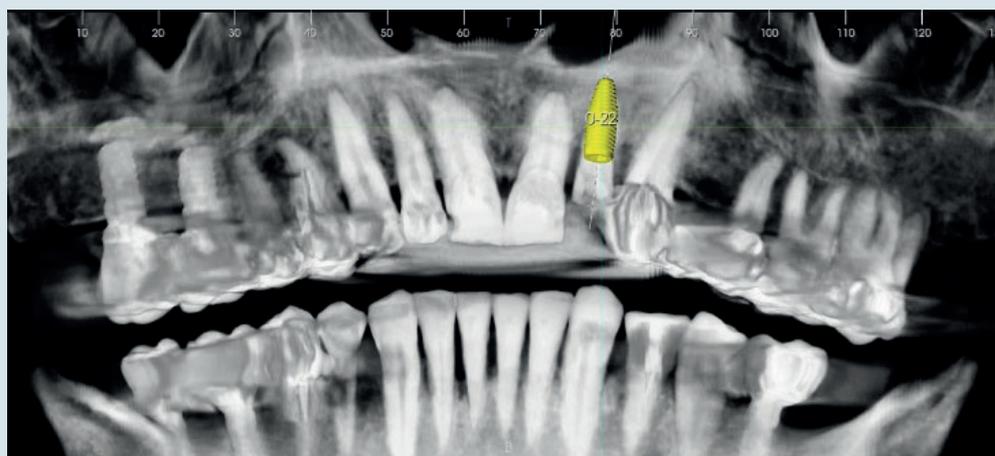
Pianificazione del posizionamento implantare su CBCT.
